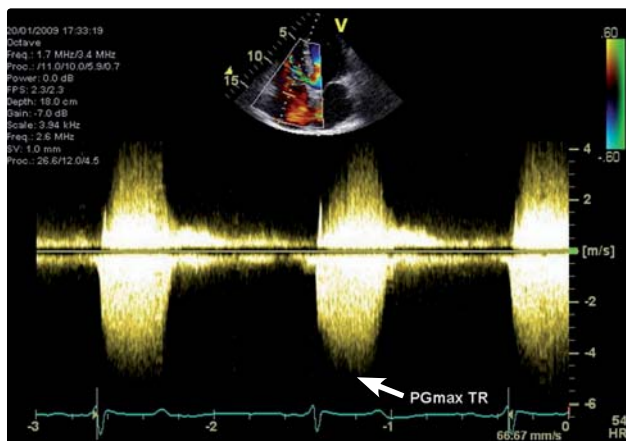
Transthorakální echokardiografické vyšetření
